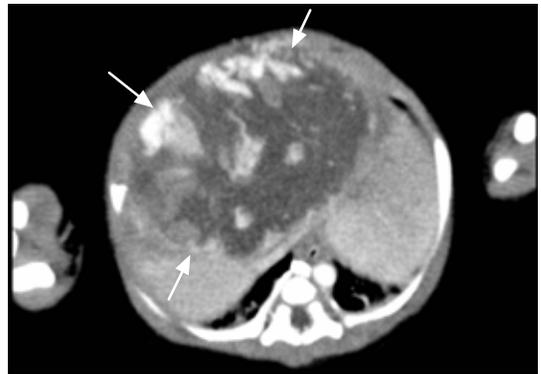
Abdominal CT Scan at 6 days of age in patient 2 showing hepatic hemangioma of 10.2×7×9.6 cm in size involving right lobe and medial segment of left lobe (arrows).
